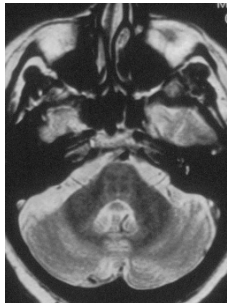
Coupes axiales d'acquisitions cérébrales par RMN en séquences T2 à gauche et FLAIR à droite. Hypersignal cruciforme pontique ou "hot cross bun sign" sur les deux images(98).
